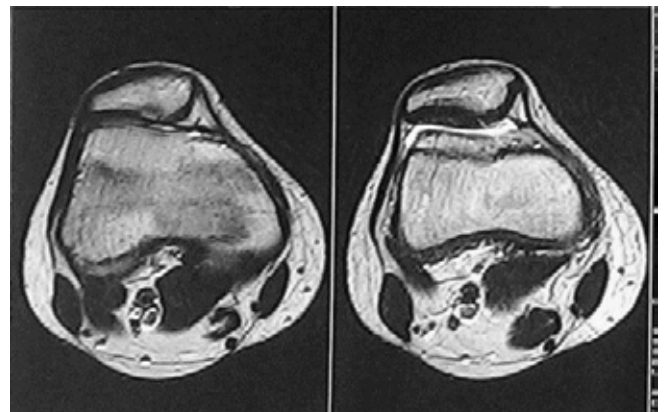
МРТ коленного сустава
